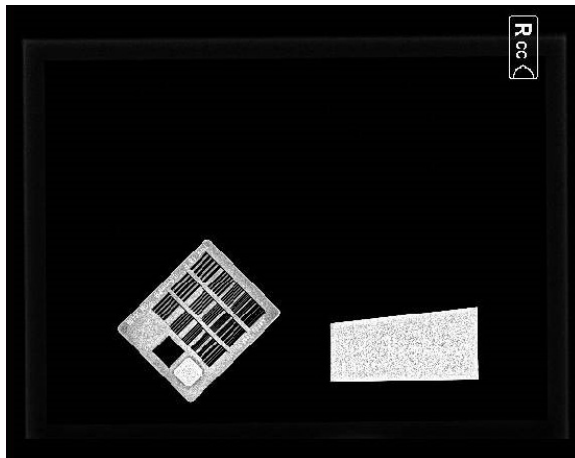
Рентгеновское изображение инструмента (справа) для определения функции передачи модуляции (ФПМ), смонтированного в тест-объекте для контроля качества.
